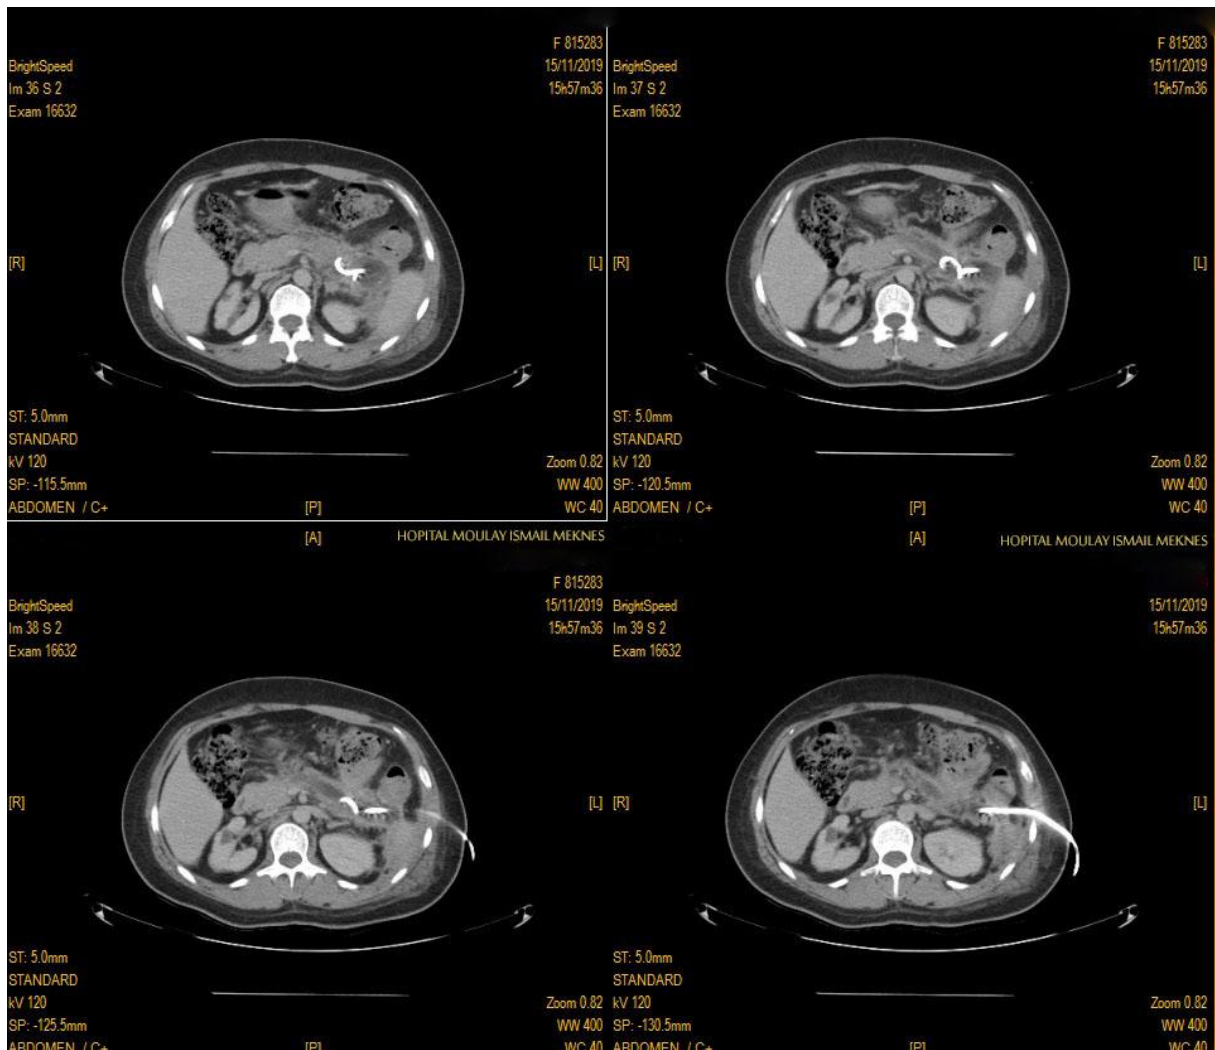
TDM abdominale montrant un drainage scanno-guidé de la coulée de nécrose
